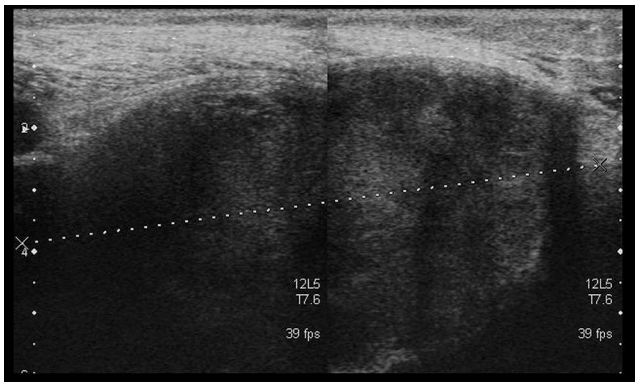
Ecografía. Visión transversal. Quiste poplíteo heterogéneo. Aspecto correspondiente a coágulo sanguíneo fibrinoso.
